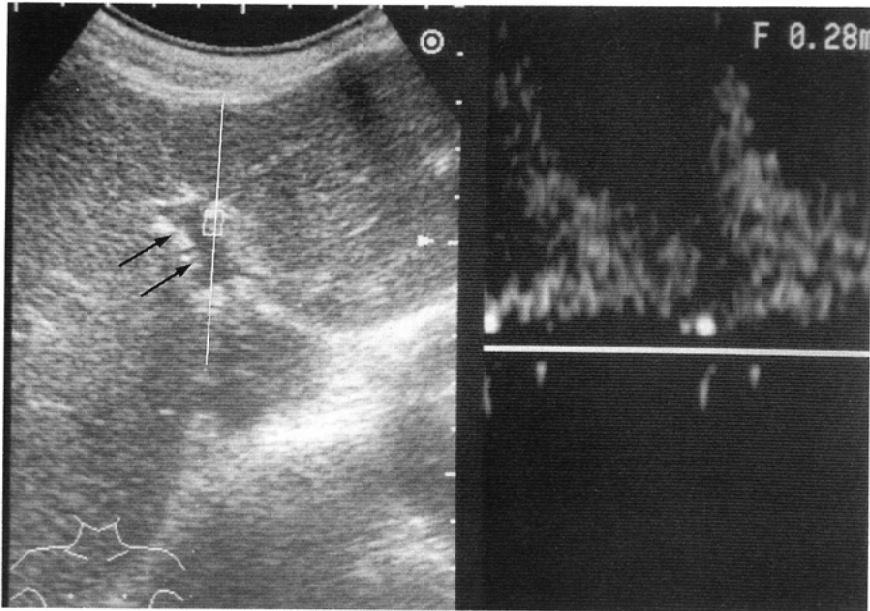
The angle between the artery which runs parallel to the umbilical portion of the left portal vein (arrows) and the ultrasound beam (straight line) is acute.
